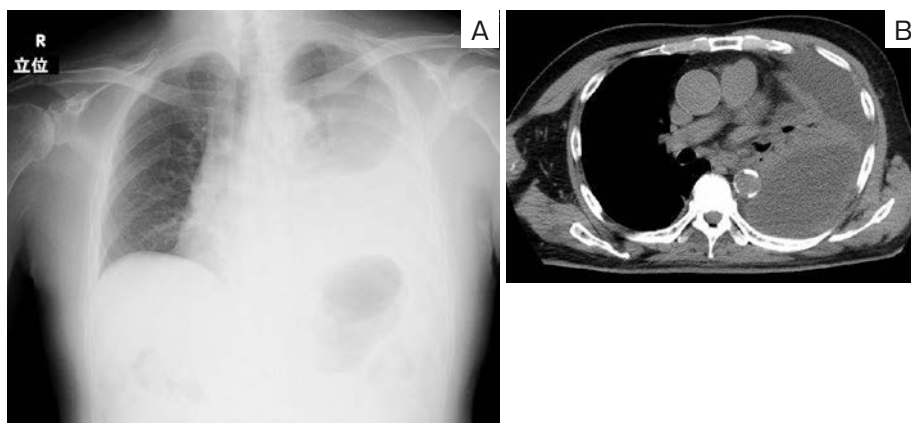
Imaging findings on first arrival to our hospital. (A) Chest radiograph showing left pleural effusion. (B) Unenhanced chest CT scan showing multilocular capsulated pleural effusion in the left thorax.
